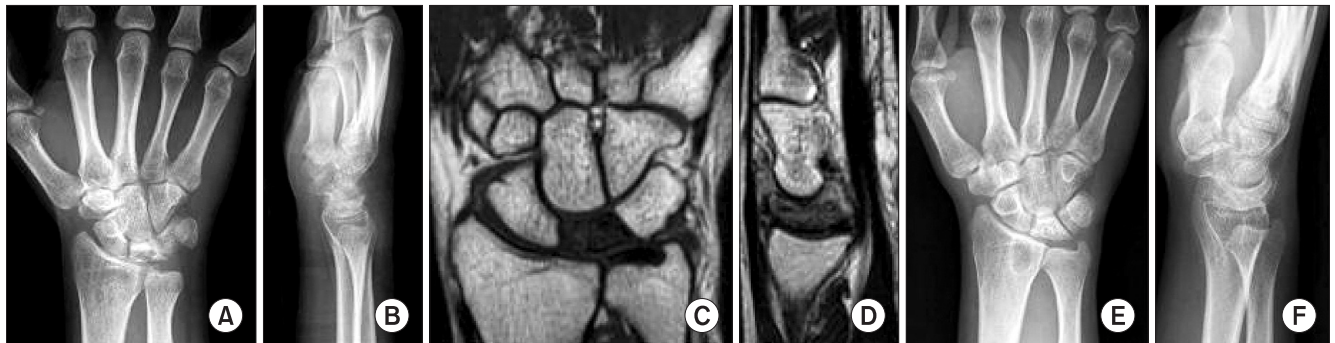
Preoperative anteroposterior (A), lateral (B) radiographs and MR images (C, D) of a 21-year-old man, Lichtman's stage II Kienböck's disease and neutral ulnar variance (Carpal height ratio=0.52). Three years and four months after the operation, anteroposterior (E) and lateral (F) radiographs (Carpal height ratio=0.53).
